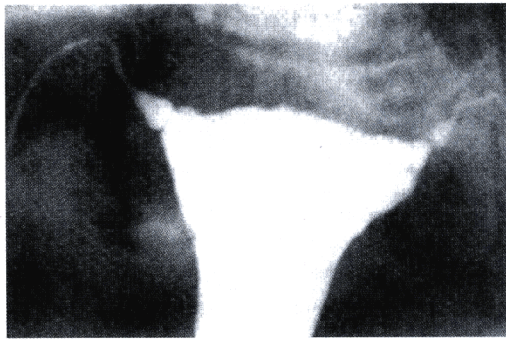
子宫X线片上输卵管起始部的标志是与其后三角形膨胀部连接的缩窄处。该外貌曾被认为是括约肌造成的。
